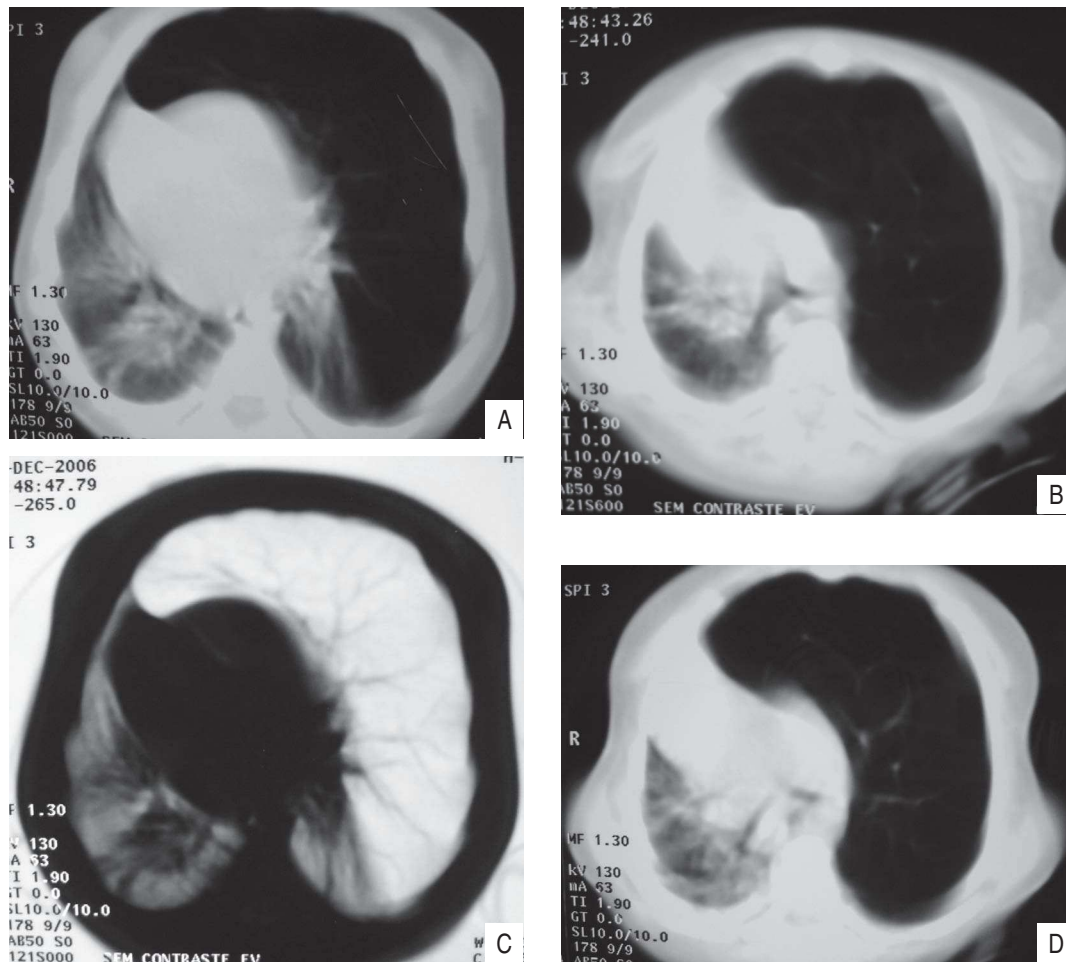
TC de tórax: Consolidação no lobo superior, velado difuso do lobo médio e lobo inferior direitos; hiperinsuflação pulmonar do pulmão esquerdo com desvio do mediastino para direita
